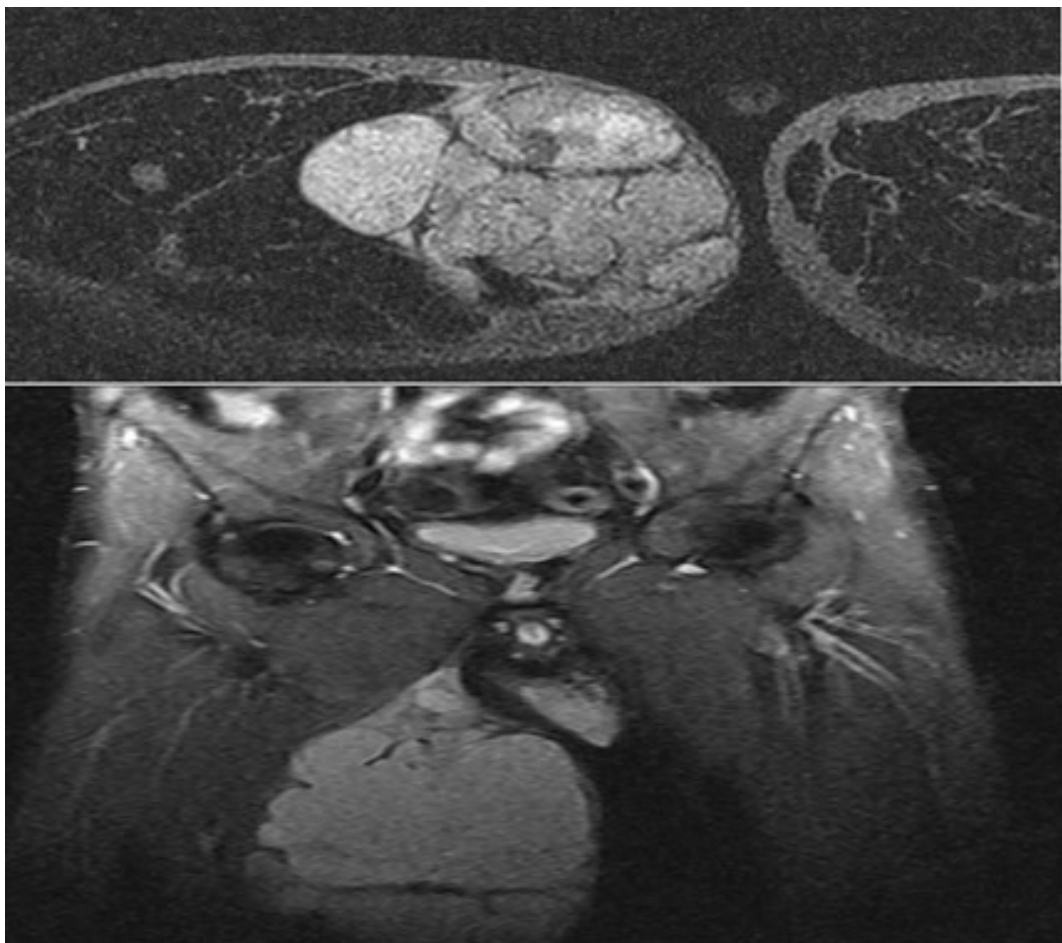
Imagen de resonancia magnética del muslo derecho
